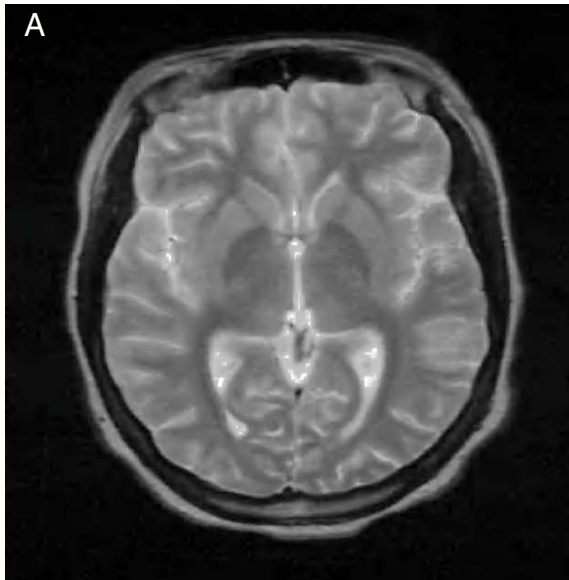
A. La resonancia magnética cerebral axial inicial ponderada en T2 (paciente número 11), obtenida cuando el paciente manifestaba signos de torpeza mental, no demostró anomalías.
